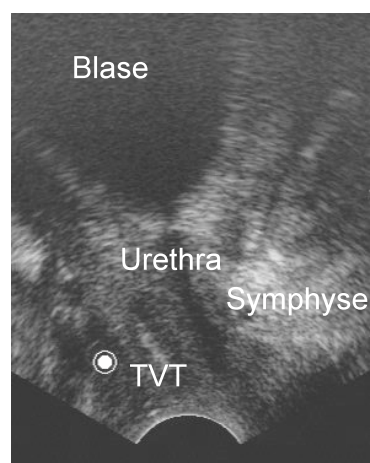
Introitussonographische Darstellung des TVT- Tension free vaginal tape
